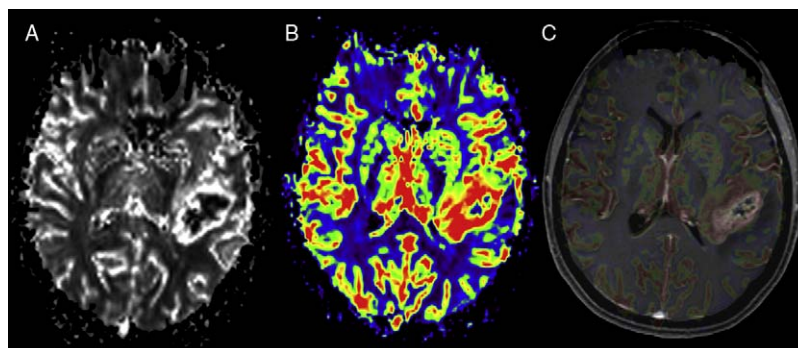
Mismo paciente que en las figuras 2 y 4. A) Estudio de perfusión por RM mostrando el mapa rCBV; B) el mapa rCBV coloreado (valores mayores en rojo y amarillo y menores en verde y azul) y C) el mapa coloreado fusionado sobre la imagen anatómica potenciada en T1 tras contraste. La lesión muestra valores de vascularización muy aumentados (descartando patología no neoplásica como inflamatoria-infecciosa) y que se extienden más allá del borde de captación de contraste (indicando infiltración, hallazgo concluyente de tumoración cerebral primaria de alto grado, tipo glioblastoma multiforme y confirmado en la cirugía).
